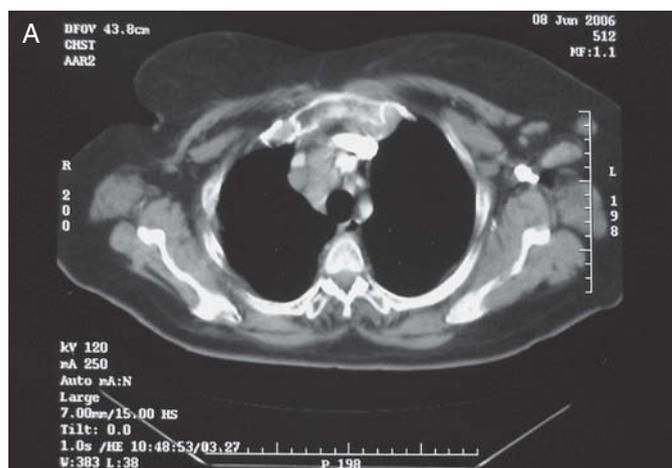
A: tomografía computarizada pulmonar. Múltiples adenopatías pretraqueales. B: tomografía computarizada torácica de alta resolución. Afección intersticial pulmonar y derrame pleural bilateral.
